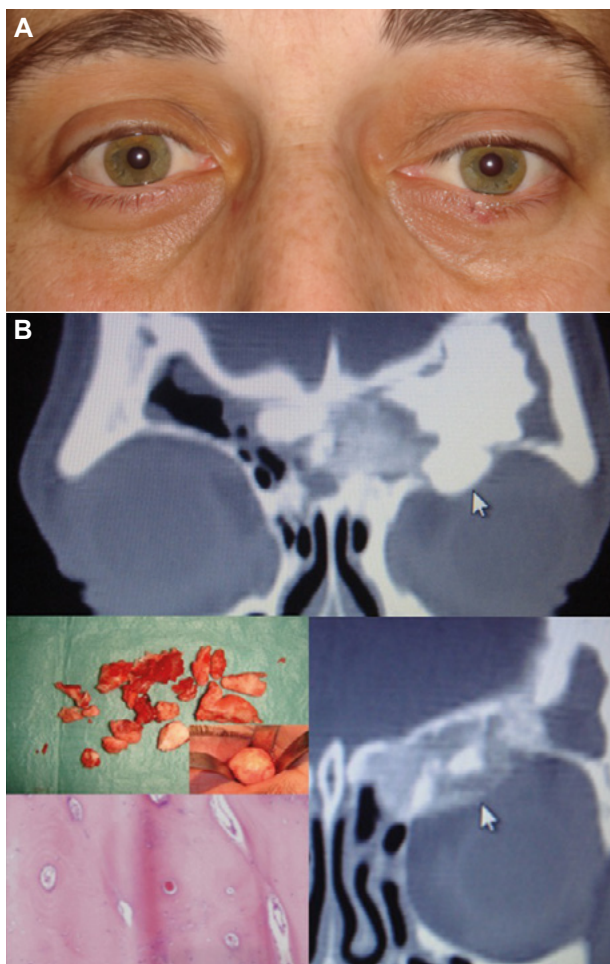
A. Osteoma frontal. Desplazamiento inferior de OI hace años. No tiene vision doble. Vision normal en AO. Se palpa una masa dura de consistencia osea en techo de orbita. B. TC coronal con programa óseo. Osteoma compacto en seno frontal izquierdo que se extiende hacia seno frontal derecho y orbita. En el centro es más esponjoso con menos densidad. Al ser de gran tamaño se extrae en varios fragmentos óseos del seno frontal. Neoformación mesenquimal benigna constituida por trabéculas óseas engrosadas de tipo ebúrneo. Existen además canales fibrovasculares sin alteraciones.
